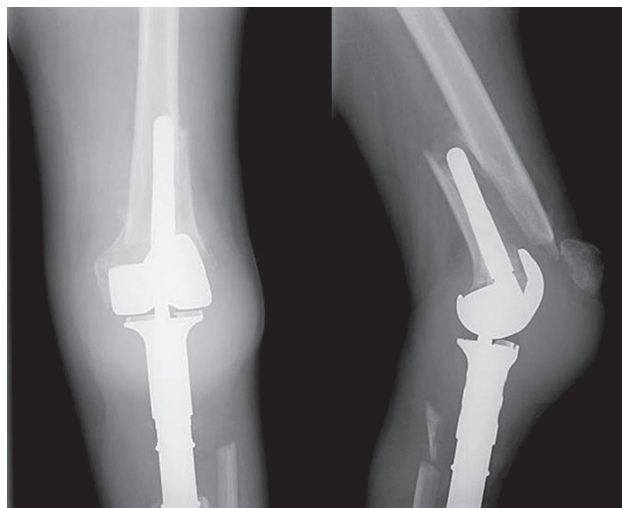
Рентгенограммы бедренной кости: перипротезный перелом
